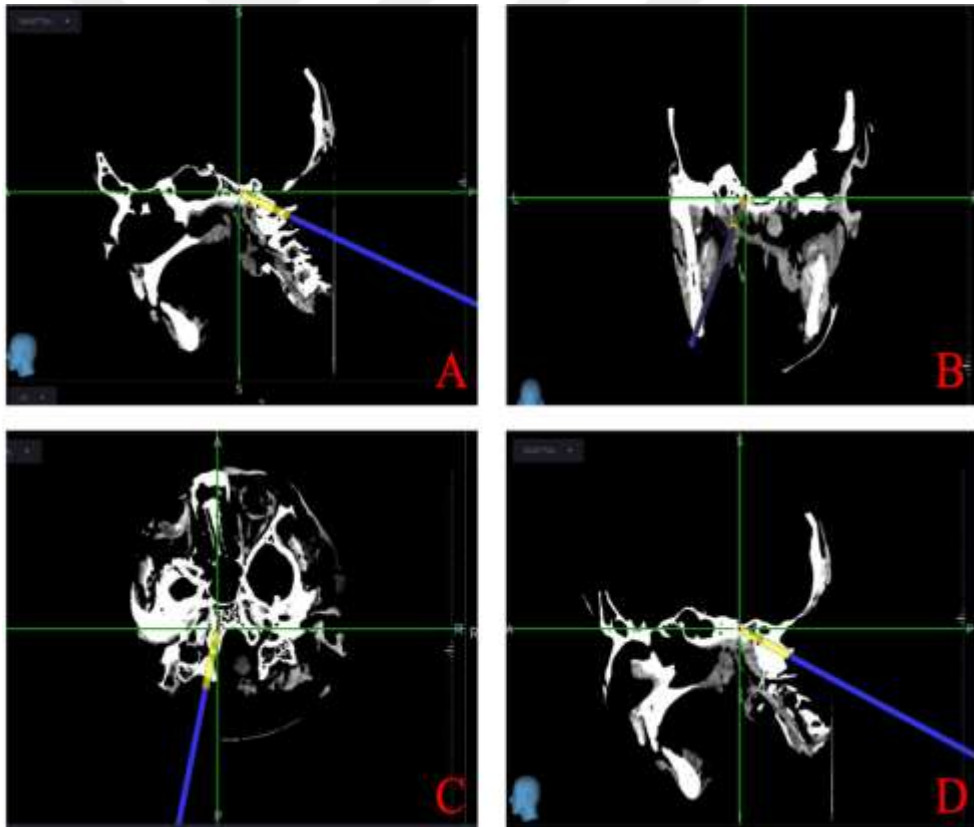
BT navigasyon eşliğinde 2 cm uzunluğunda vidanın görüntüsü sagittal, axial, koronal ve üç boyutlu görüntüsü
